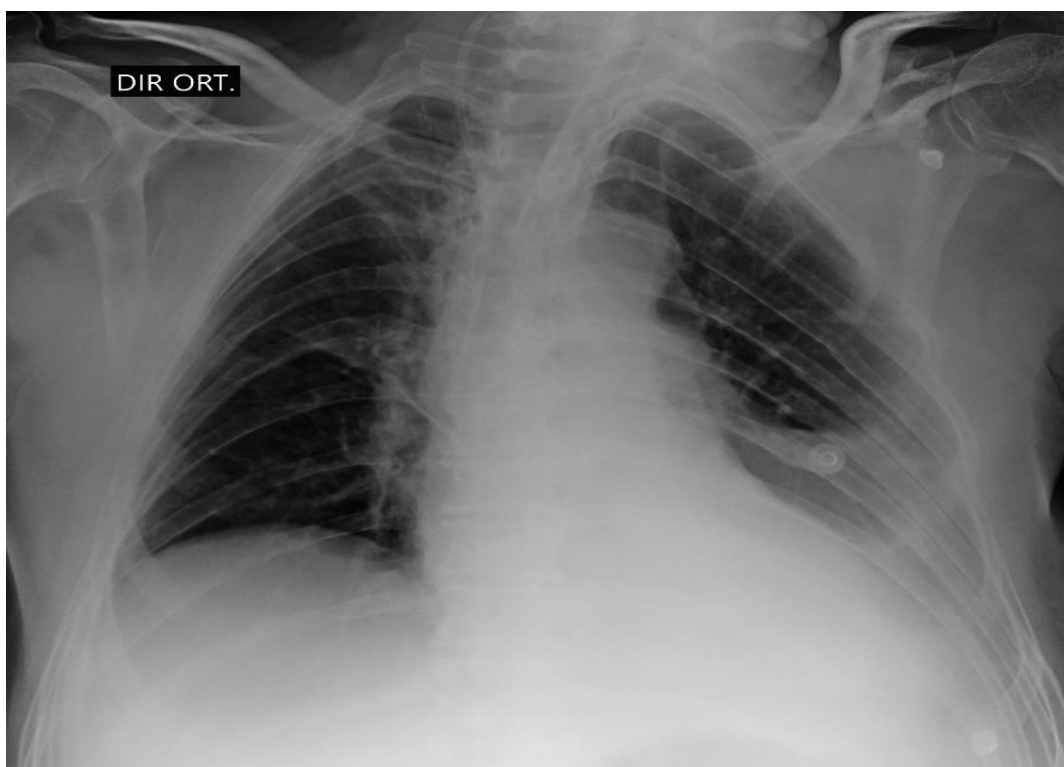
Radiografia demonstrando posição do CVC.
